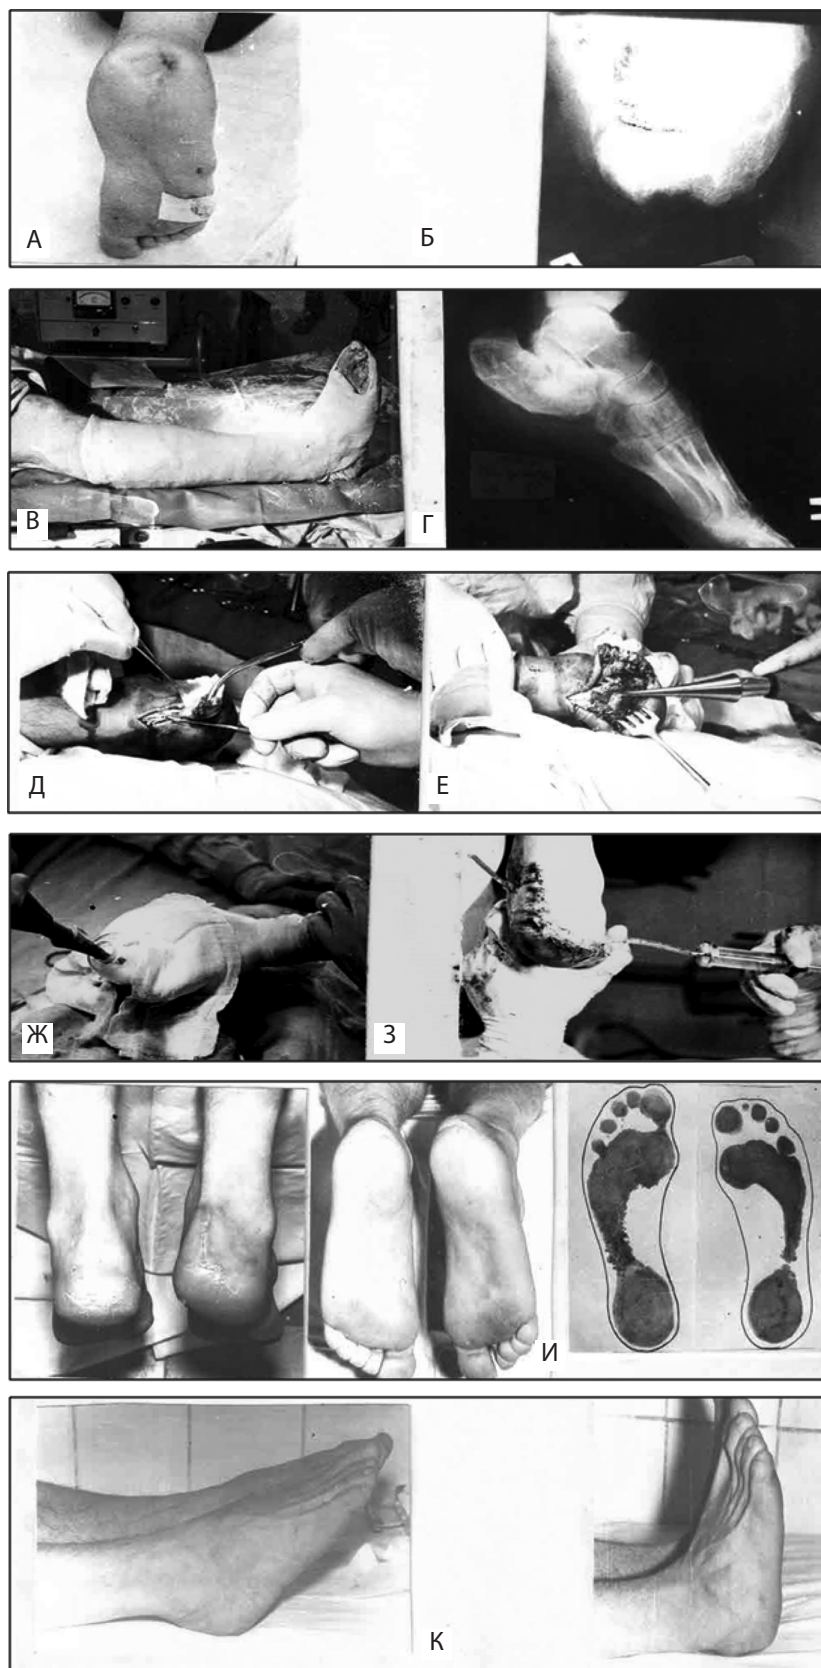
Больной С., 35 лет. Хронический посттравматический остеомиелит правой пяточной кости, свищевая форма. А — внешний вид стопы; Б — рентгенограмма; В — краевая резекция пяточного бугра; Г, Д — ультразвуковая санация полости; Е — дренирование; Ж — иммобилизация; З — рентгенконтроль после прекращения иммобилизации; И — осмотр через три года после операции; К — функциональный результат (три года после операции)
